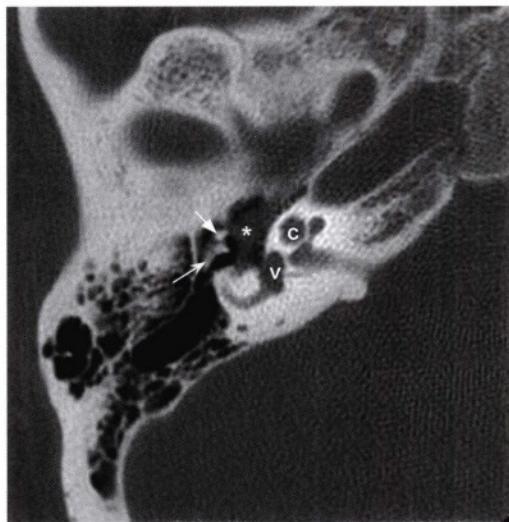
经颞骨、砧锤关节及耳蜗（C）前庭（V）层面的轴位高分辨率CT图像，显示一个位于内耳腔前内侧的卵圆形、均一的软组织病变（星号），沿面神经管鼓室段生长。图中可见锤骨（直箭头）和砧骨（凹箭头）。
